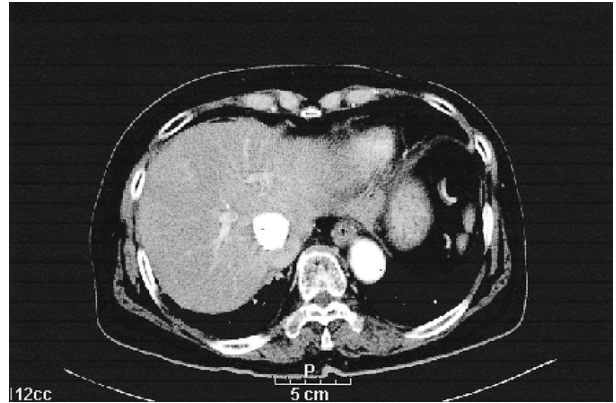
CT scan in six months after radiotherapy shows lipiodol uptaken mass with smooth margin at S8 of liver.
